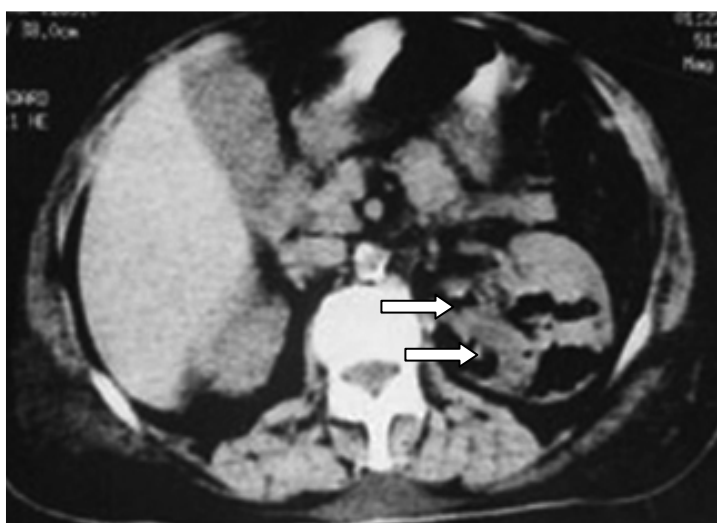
TDM rénale sans injection de produit de contraste : PNE gauche type I. Destruction extensive du rein gauche, présence d'images gazeuses au niveau rénal et périrénal sans image de collection.
